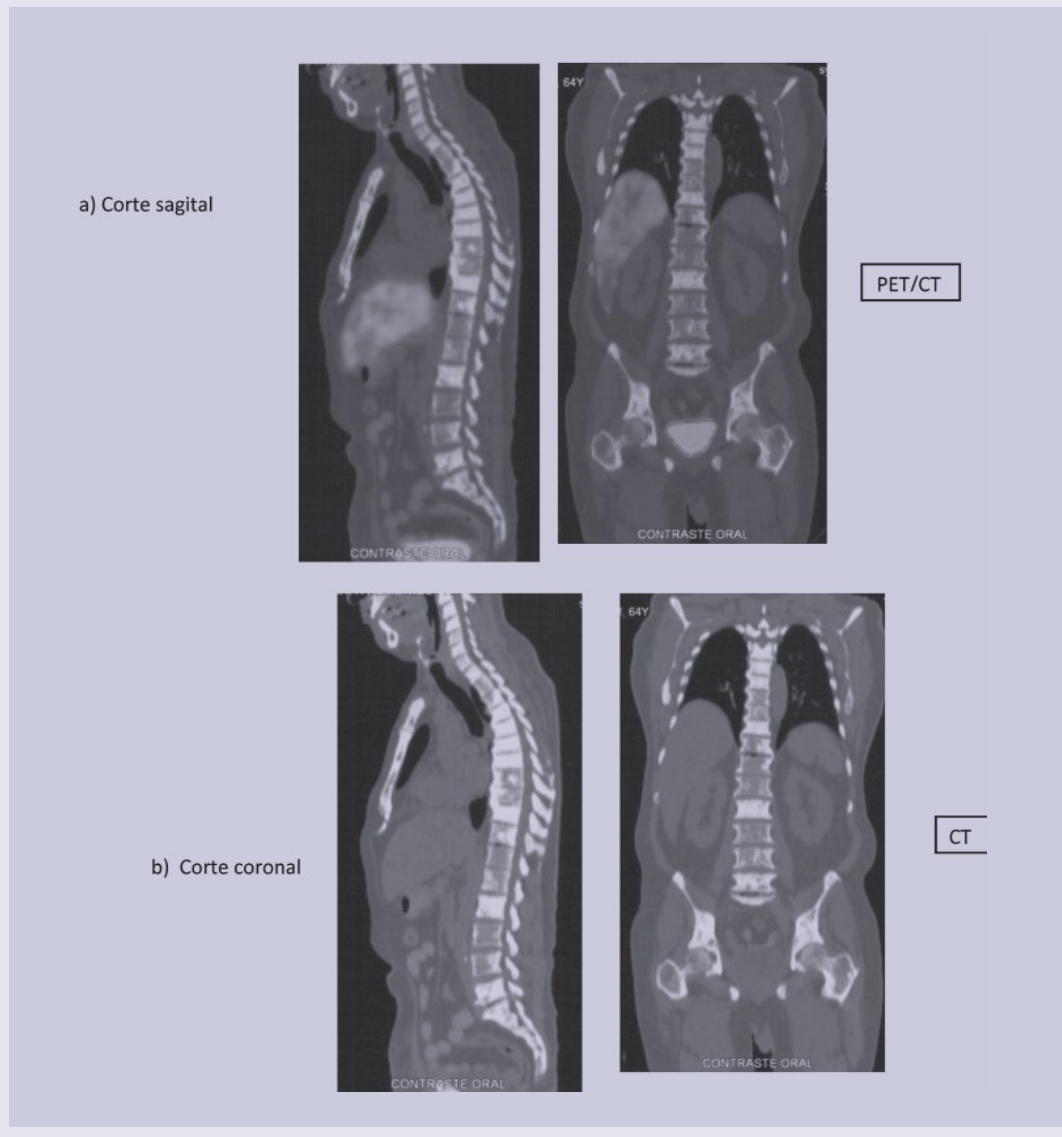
Masculino de 64 años de edad con diagnóstico de cáncer de próstata y metástasis óseas a nivel esternal, columna vertebral y pelvis. Solicitan estudio PET/CT para valorar respuesta al tratamiento. Estudio PET/CT, donde se aprecia la modalidad de morfología y anatomía, así como el co-registro de imágenes.
